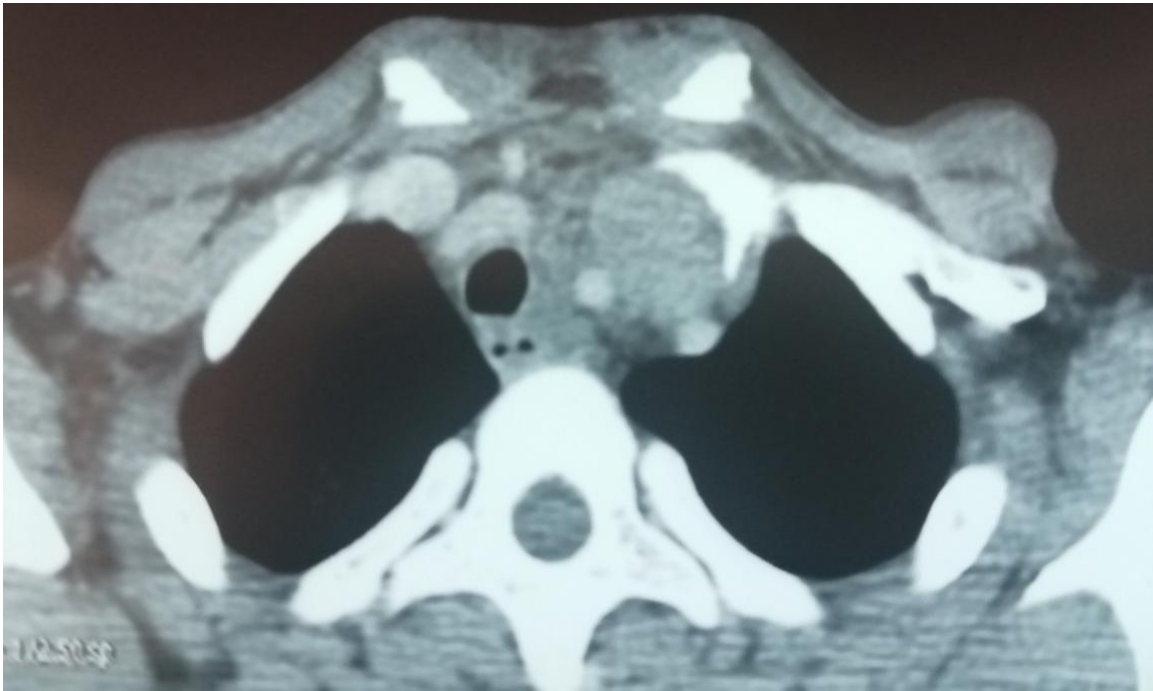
TDM thoracique montrant ADP médiastinale.
